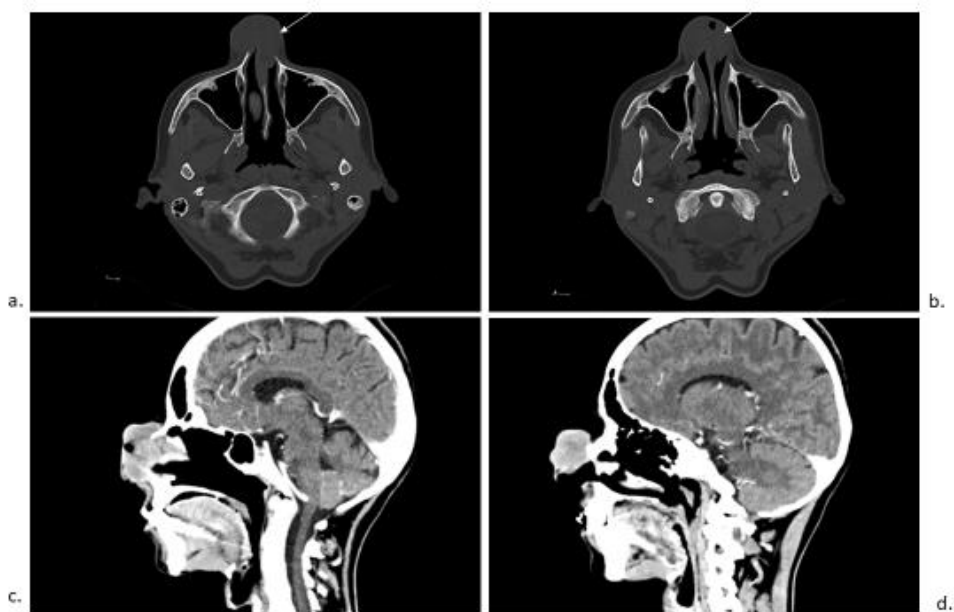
Examen CT cranian cu substanță de contrast:Formațiune tumorală la nivelul dorsum nasi și a septului cu extensie la nivelul fosei nazale stg: a-b Examen CT craniu os axial c-d. Examen CT craniu-cerebral sagital ART.
